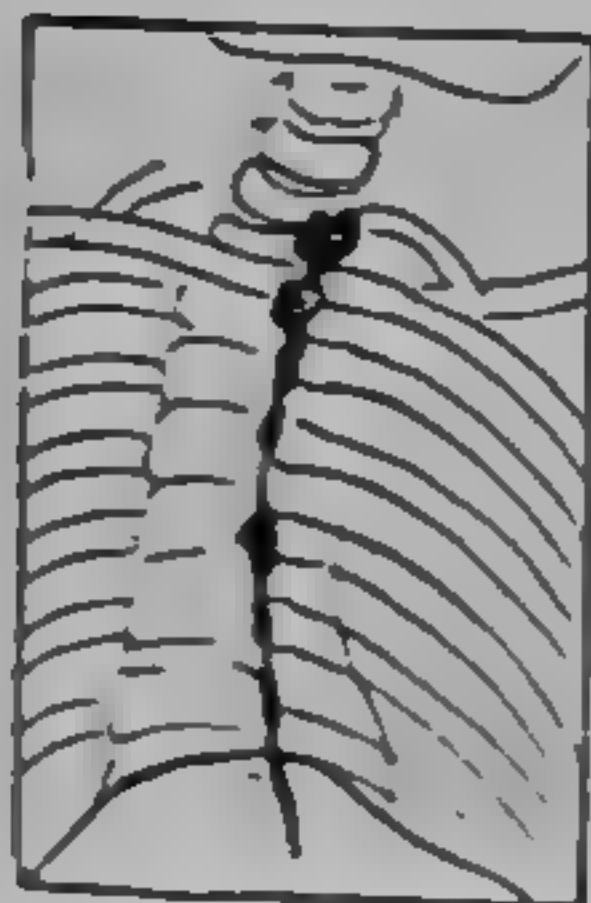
Strictură în șirag de mărgelă (radiografie dr. I. Zissu)
